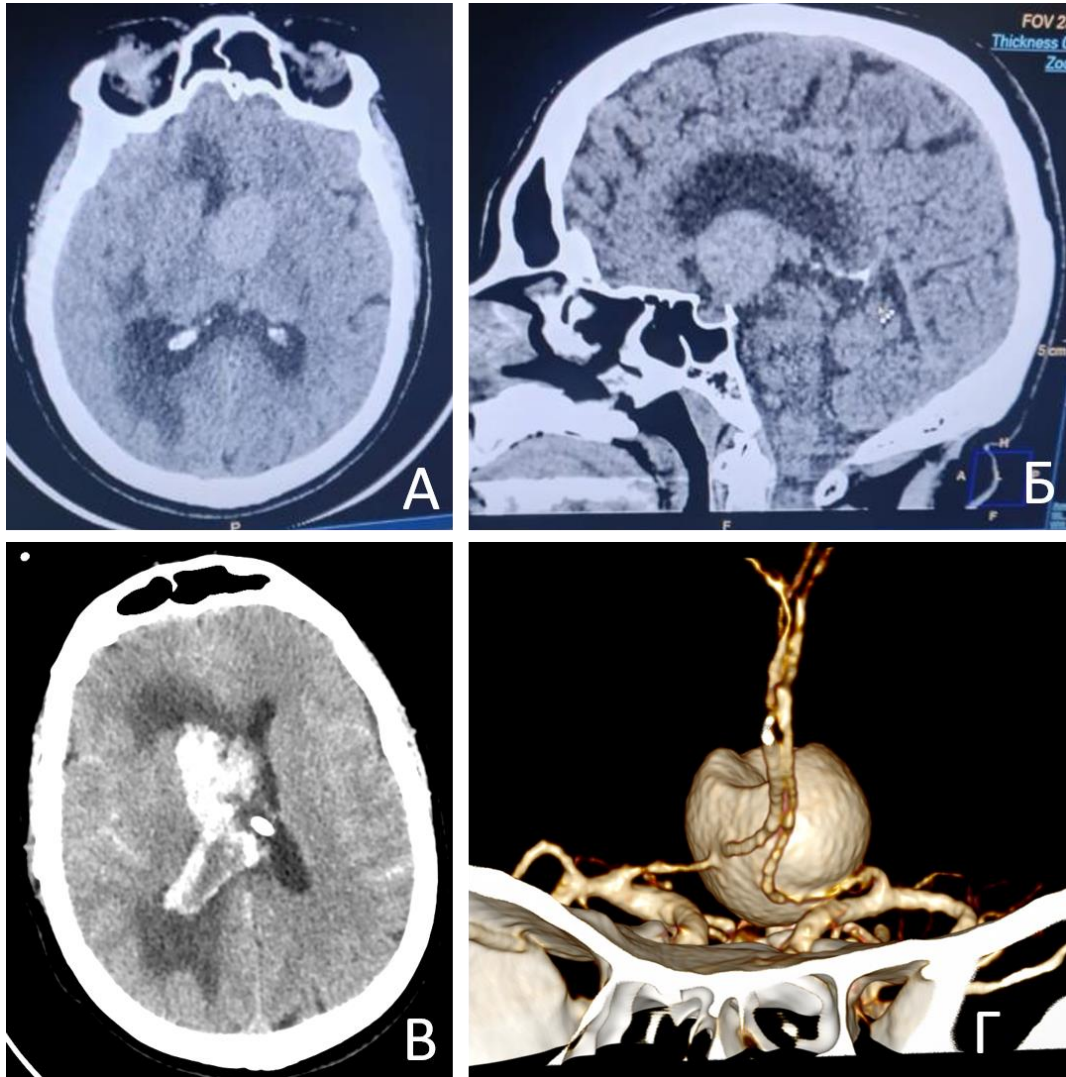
Диагностическая ошибка при установке диагноза гигантской коммунантной аневризмы. А, Б – на нативной КТ крупное образование, расположенное супраселлярно, с интравентрикулярным ростом и асимметричной окклюзионной гидроцефалией; В – массивное ВЖК и САК после установки НВД; Г – гигантская аневризма ПСА на КТ-ангиографии
